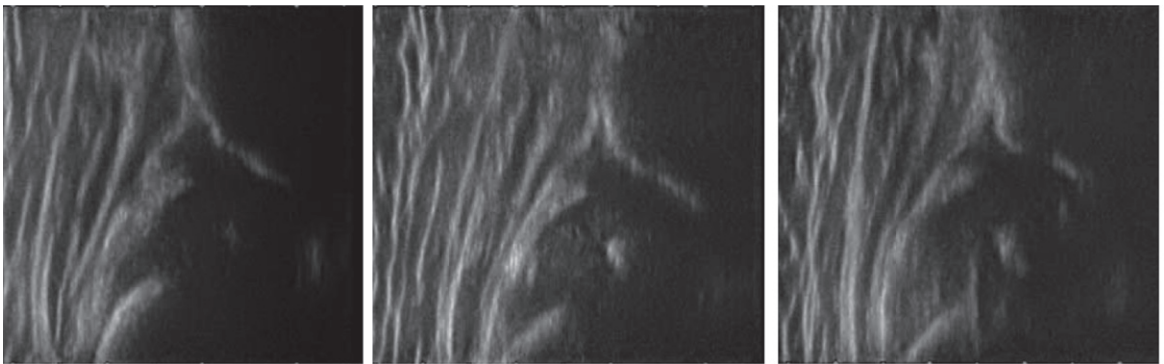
左發育性股関節形成不全 整復後の超音波画像
